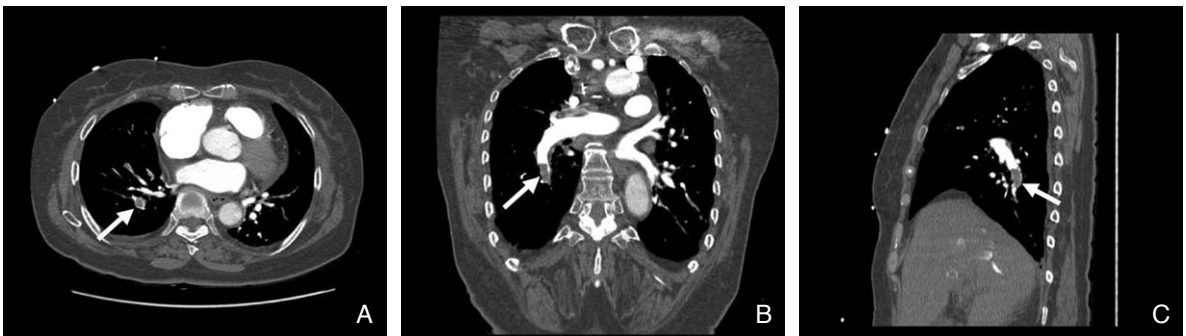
Pulmonary thromboembolism on multiplanar CT angiography. Filling defect (arrow) in right inferior pulmonary artery is conspicuous within highly enhanced vascular structure
